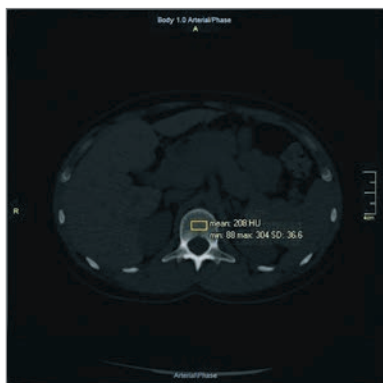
Аксіальний зріз КТ пацієнтки Б. з денситометричними показниками поперекового відділу хребта через рік спостереження
